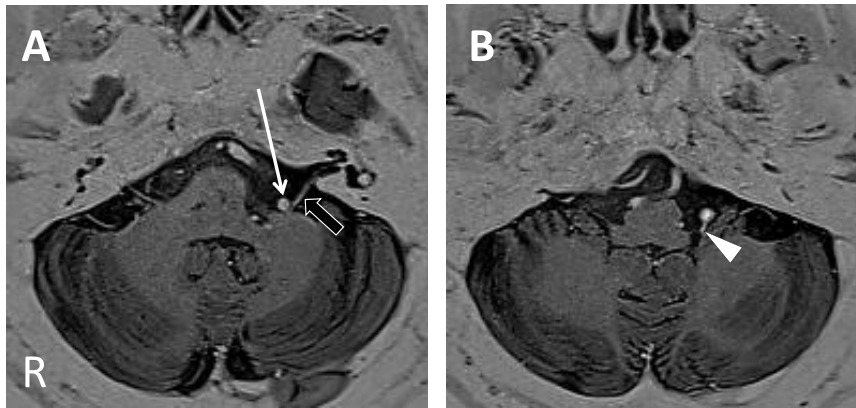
顔面神経レベルのMRI (heavy T2 反転画像)
